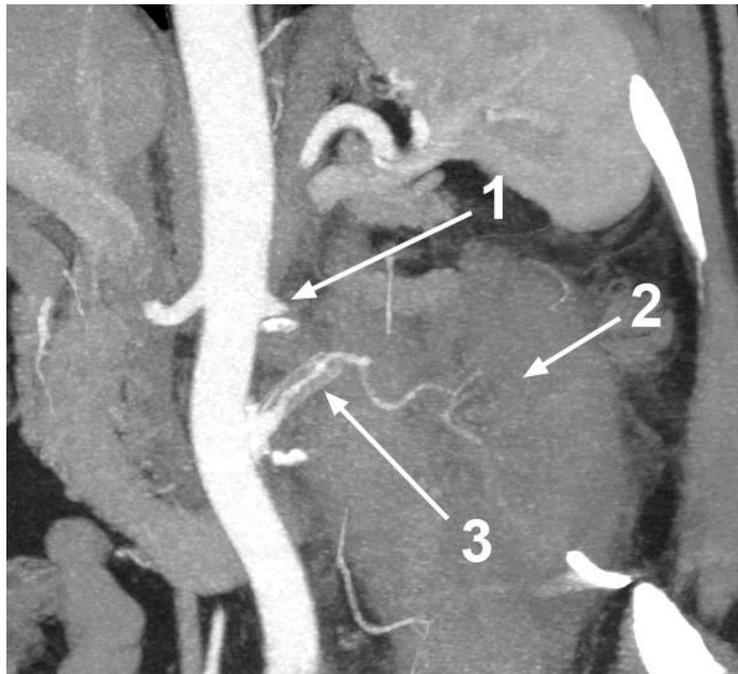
Компьютерная томография больного Д.: 1 — легированная культя почечной артерии; 2 — немая почка; 3 — пристеночный тромбоз протеза почечной артерии с остаточным нитевидным просветом
